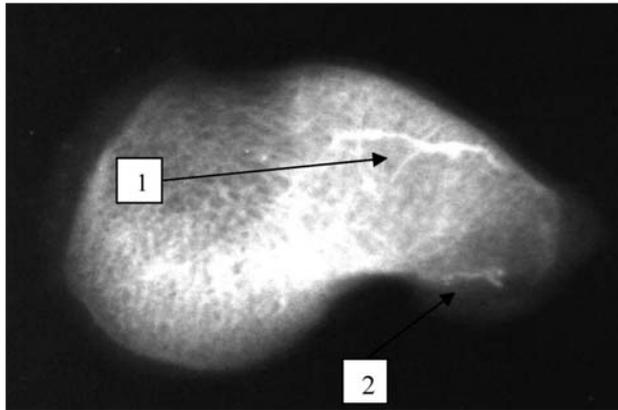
Интраоссальные питающие артерии ЛКЗ. Рентгенограмма выделенной ЛКЗ с питающими артериями после инъекции артериального русла рентгеноконтрастной затвердевающей массой (протокол 11): 1 — тыльная интраоссальная питающая артерия ЛКЗ; 2 — ладонная интраоссальная питающая артерия ЛКЗ
